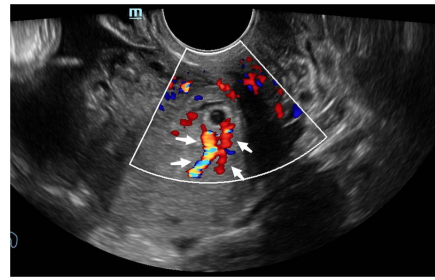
经阴道彩色多普勒超声示孕囊周边可见较丰富血流
